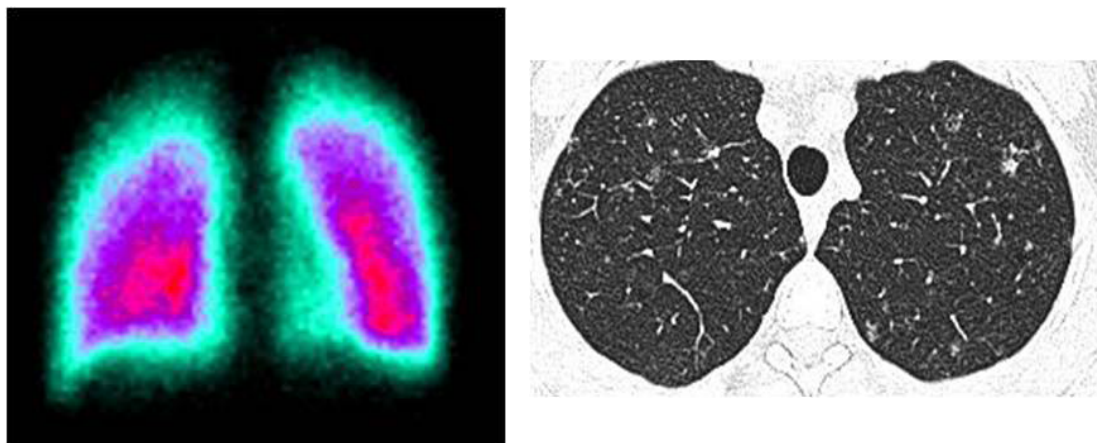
Наблюдение больного 3., 31 г., гистиоцитозом Х с рестриктивными нарушениями функции внешнего дыхания, начальная форма: а — сцинтиграмма легких больного в раннюю фазу болезни, преобладают диффузные нарушения микроциркуляции, преимущественно расположенные в верхних долях легких; б — МСКТ легких, гистиоцитарные очаги в верхних долях легких.
